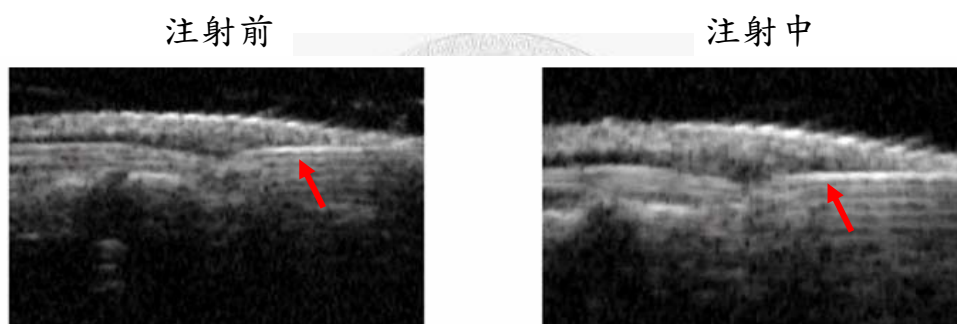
使用商用的高頻超音波系統觀察靜脈注射時的即時影像，箭頭所指為針頭所在位置。
